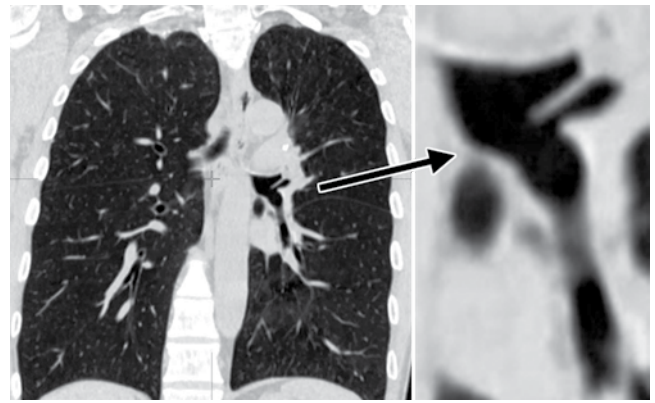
Пациент М. КТ ОГК (август 2018 г.), фронтальная реконструкция, стрелкой указана хвостовая часть ЭК, находящегося в верхнедолевом бронхе слева
